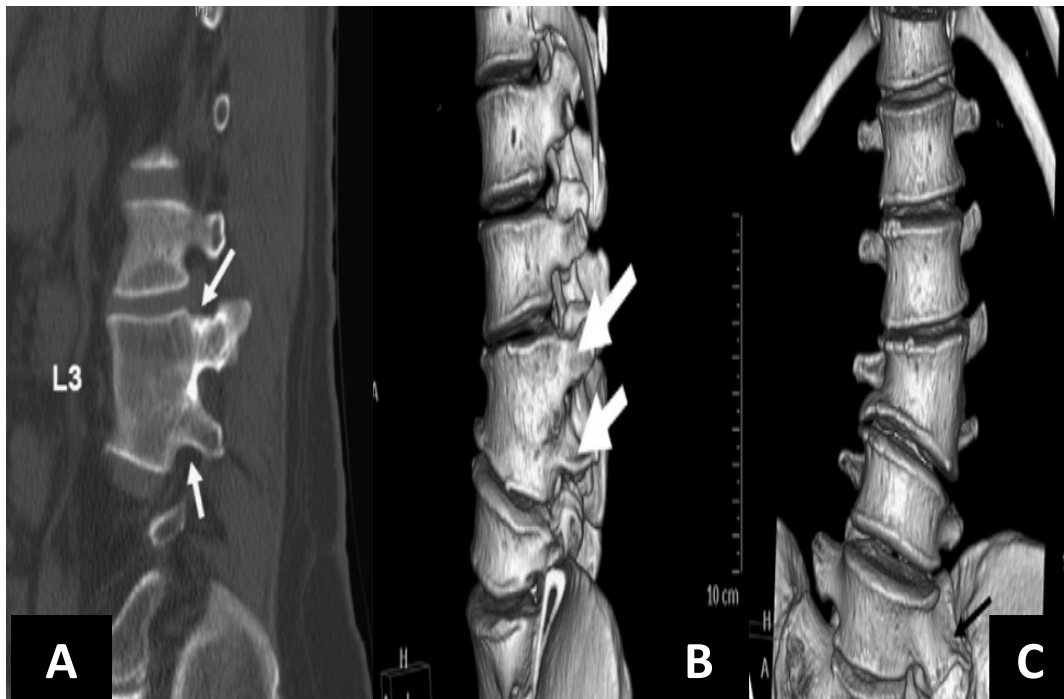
(A) : TDM rachidienne en coupe sagittale montre la forme trapézoïdale de L3 et les deux pédicules du côté gauche, implantés sur le même corps vertébral. (A flèches blanches) (B) et (C) : TDM lombaire reconstruction 3D objectivant une hémivertèbre partiellement segmentée au niveau de L3 (B, flèches blanches) et une hémisacralisation gauche de L5 est visible (C, flèche noire). [175]
